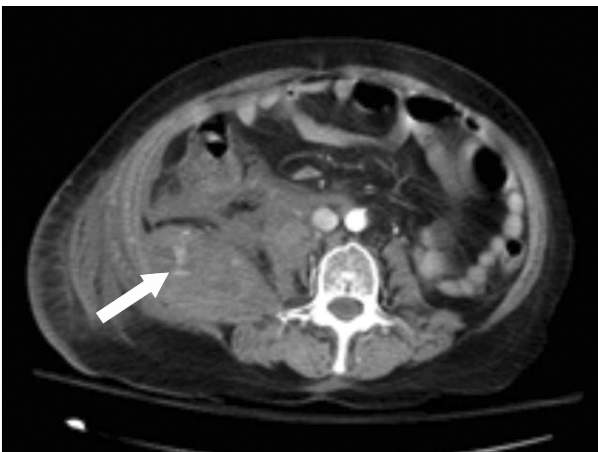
CT angiography. Axial CT shows nodular and linear high attenuation that is iso-attenuating relative to the inferior vena cava. This lesion corresponds to active extravasation of contrast material (arrow) and shows increased retroperitoneal hematoma compared with initial multidetector CT.
